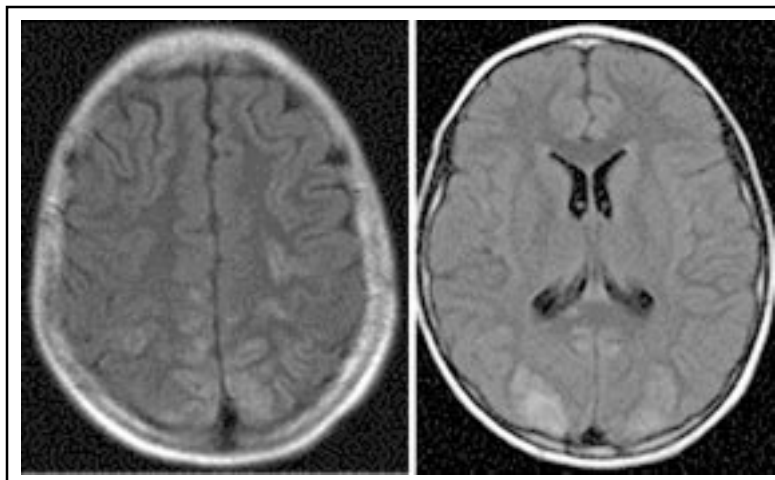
RM de cerebro, secuencia FLAIR que muestra hiperseñal frontal, parietal (1A) y occipitales bilaterales (1B) en periodo agudo.
